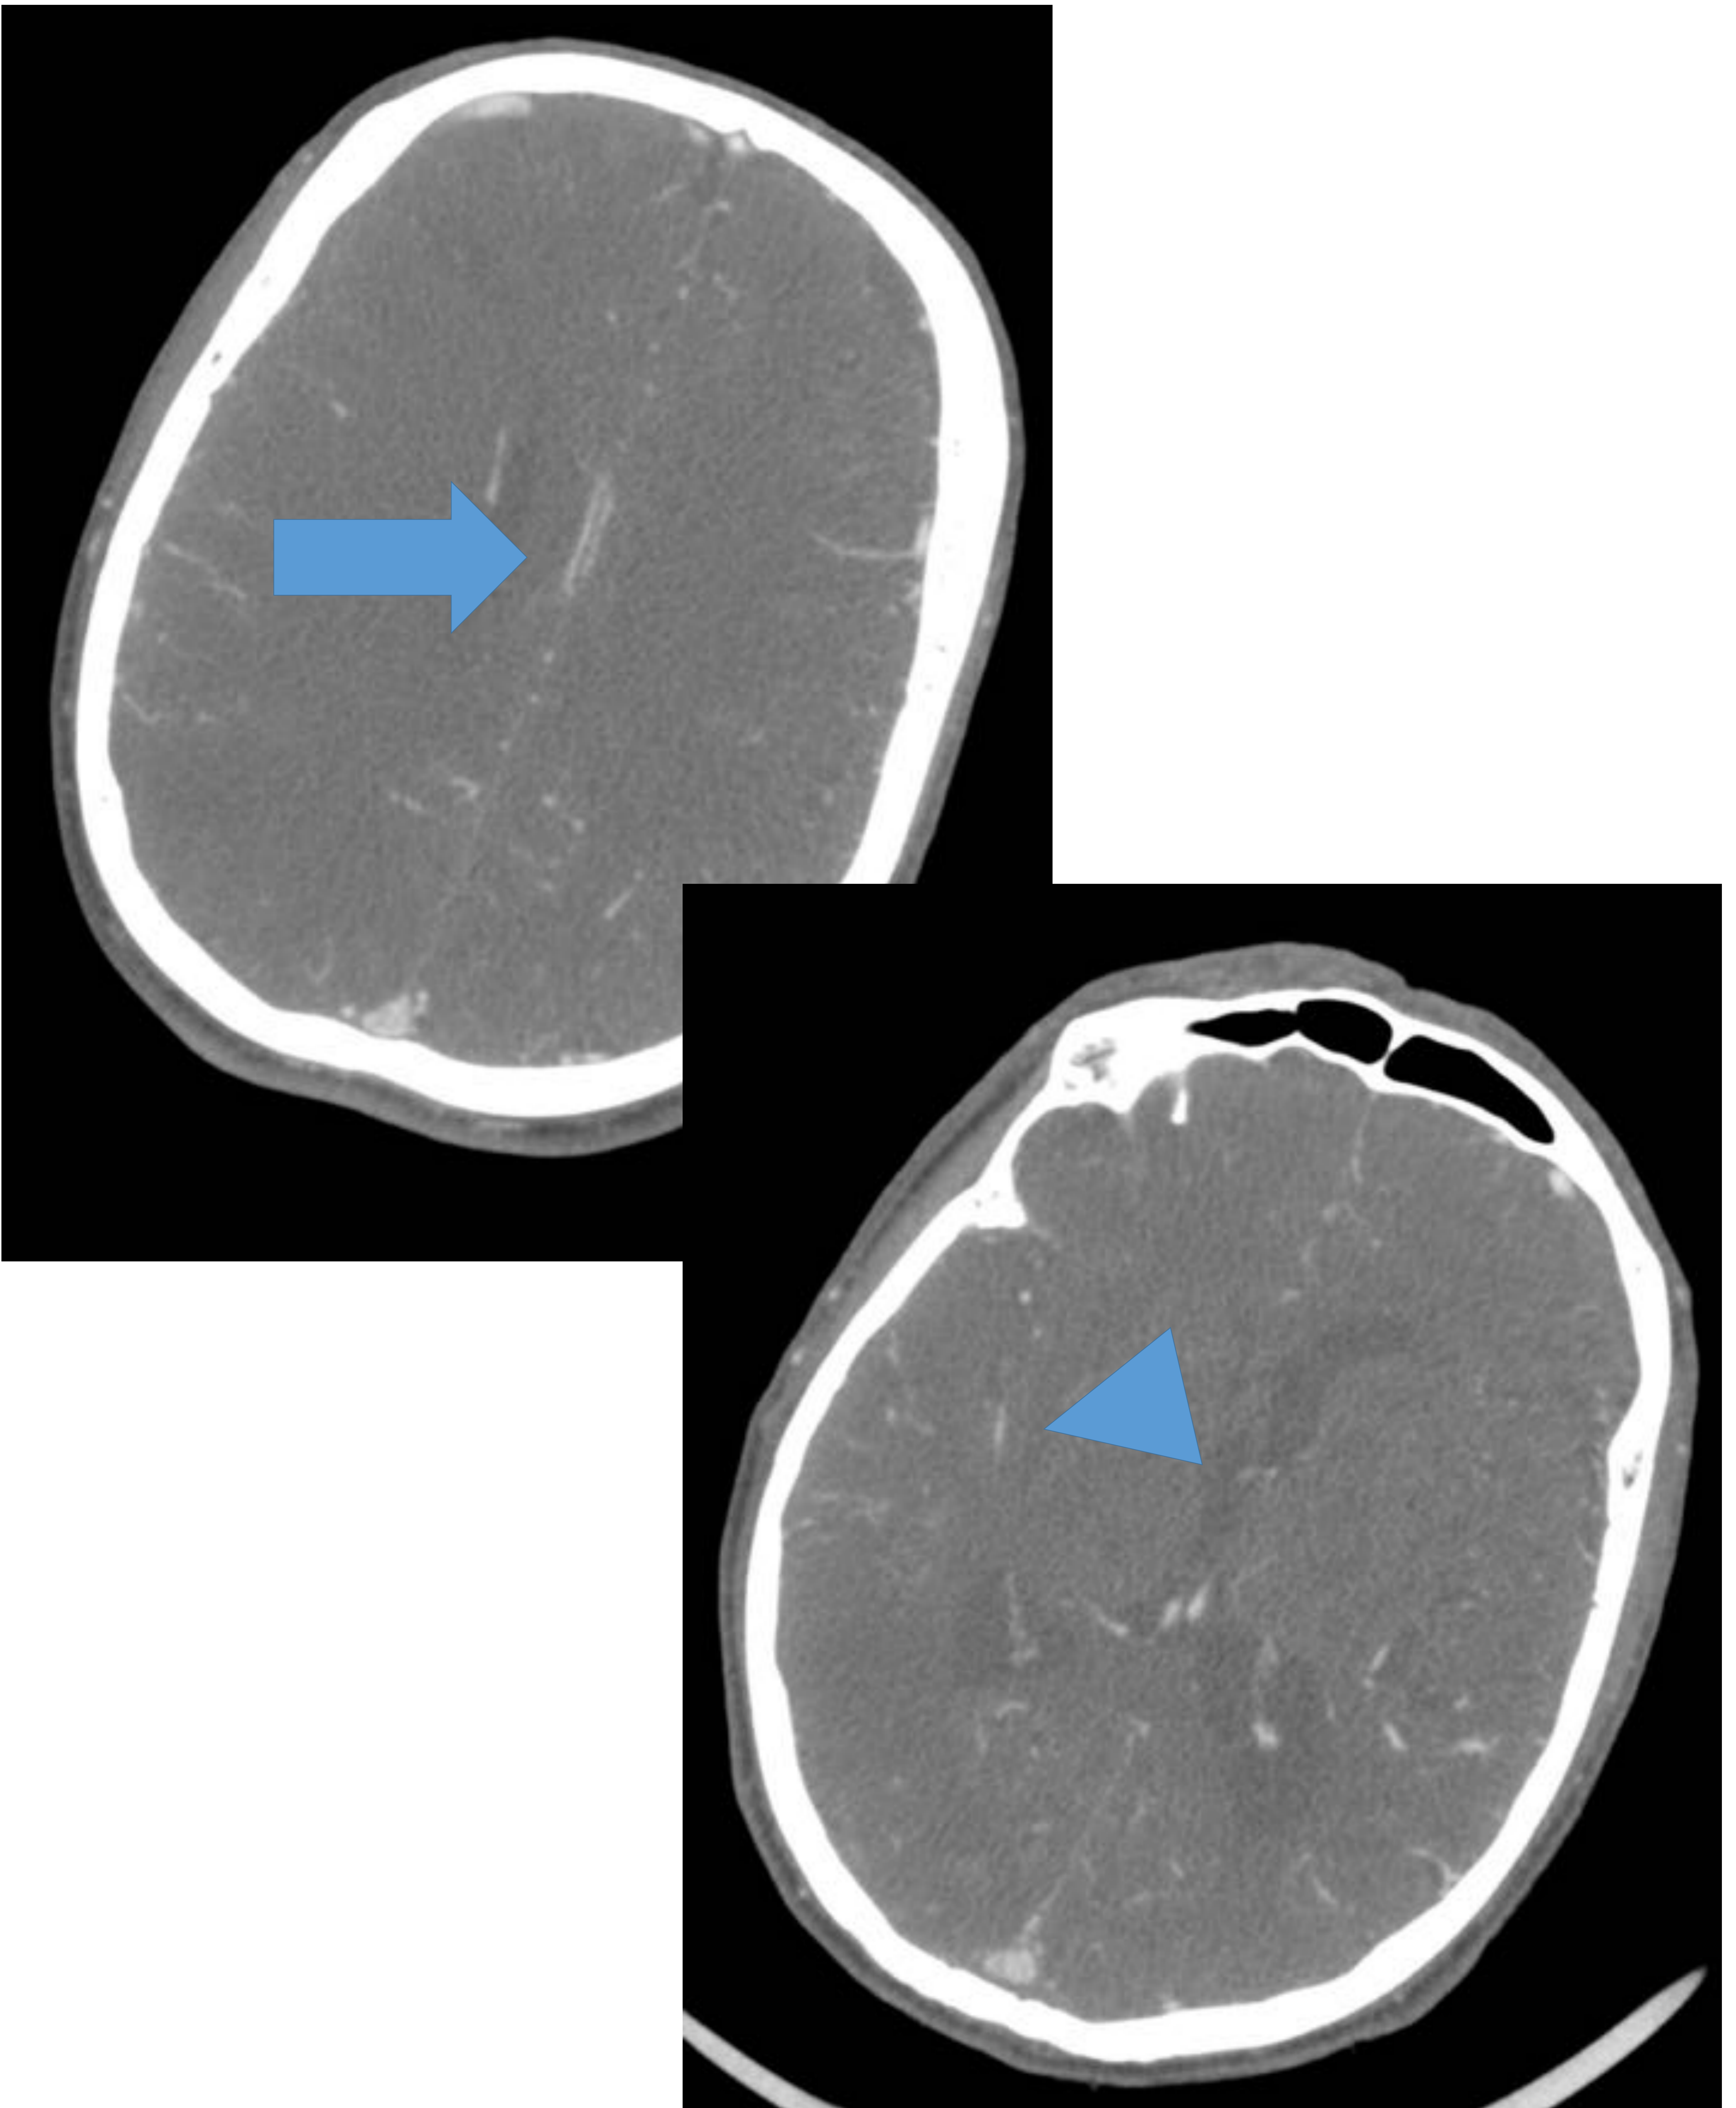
Angio-TC del paciente anterior que muestra disminución de calibre de la ACA y ACM (rama M2) derechas, señalado con flecha y punta de flecha respectivamente.
